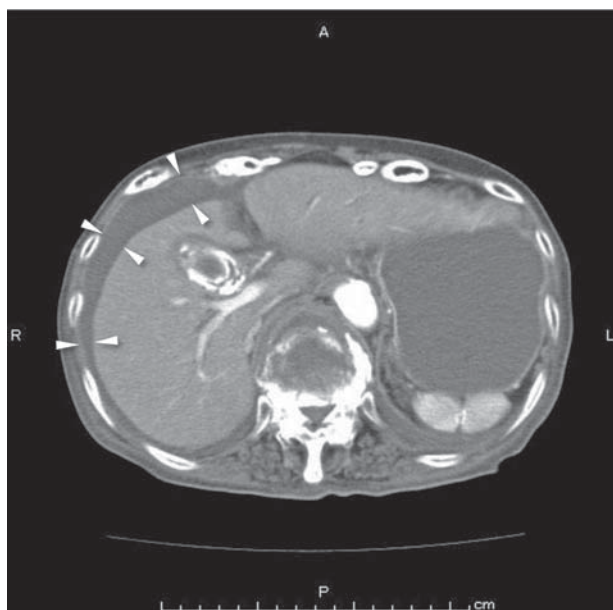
単純 CT で肝臓の周囲に腹水貯留 (△) を認める
